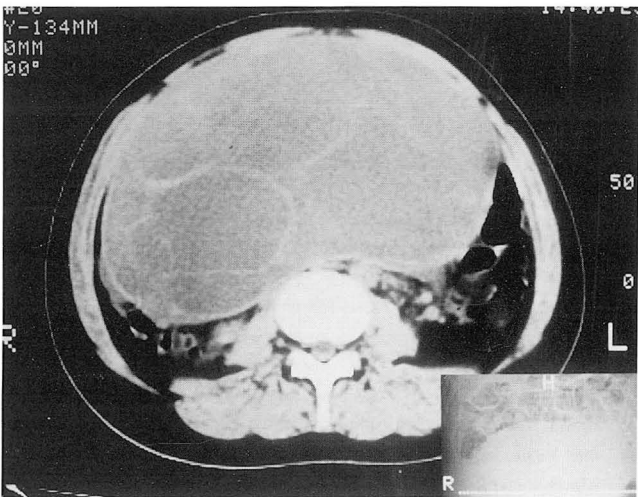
A 18-year-old girl with juvenile type of GCT. Contrast enhanced abdominal CT shows a huge, multiseptated cystic mass without solid portion. The mass is well encapsulated.
